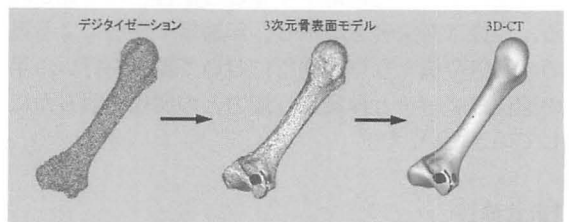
三次元骨表面モデルと 3D-CT の重ね合わせ (第 2 中手骨)
